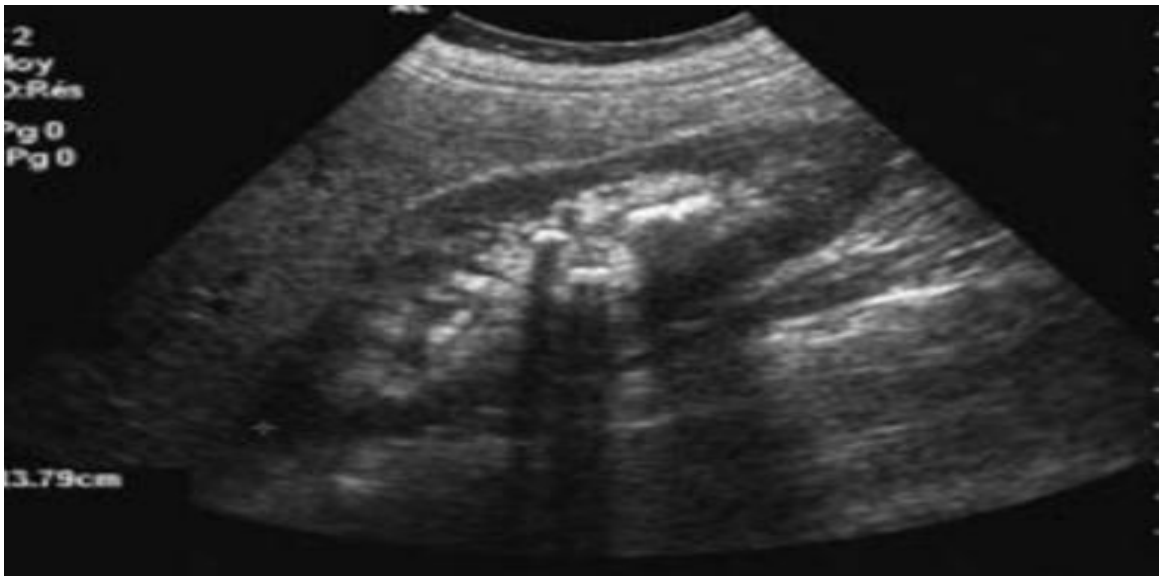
Infection à *corynebacterium*. Multiples interventions chirurgicales avec infection urinaire : découverte échographique de calcifications punctiformes et linéaires des calices et du pyélon [67].
